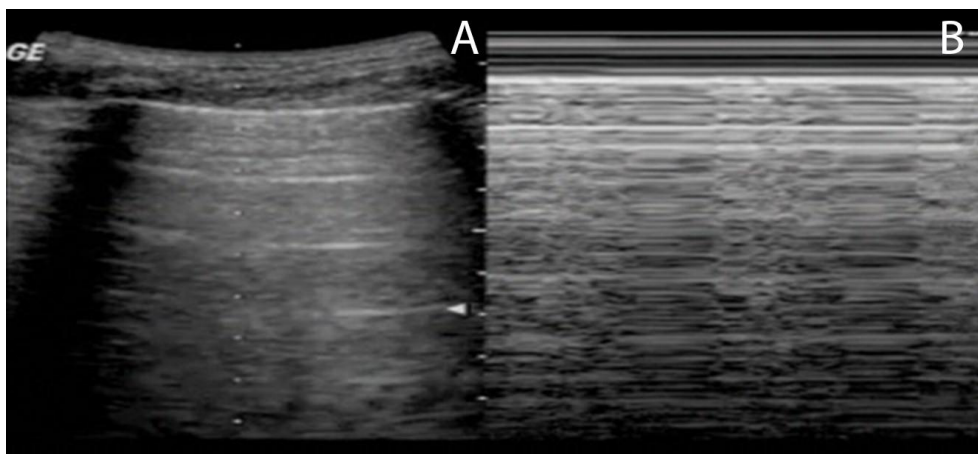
Ecografía pleuropulmonar normal A. Modo B y B. Modo M
